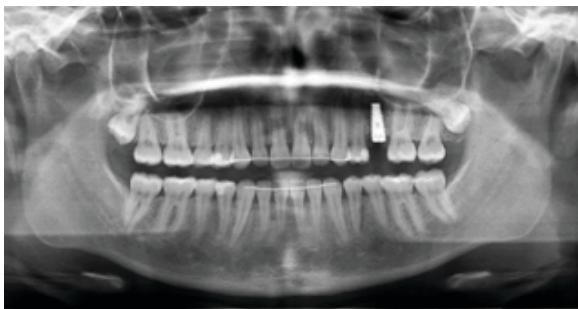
The panoramic radiographs after orthodontic debonding and implant surgery.
